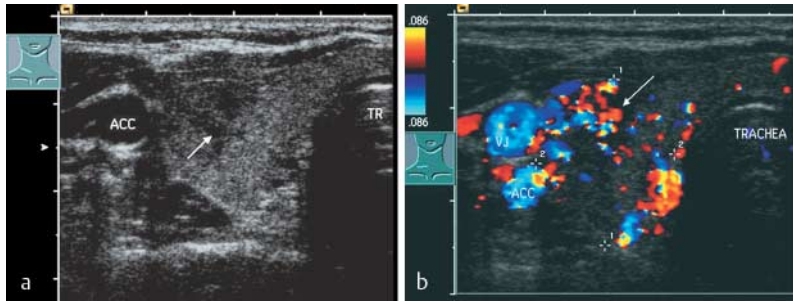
Inhomogener Morbus Basedow. 40-jährige Patientin mit gesicherter Hyperthyreose. a B-Bild-sonografisch sieht man ein inhomogenes Schilddrüsenstrukturmuster mit multiplen unscharf begrenzten, echoarmen Arealen. Im Organquerschnitt des rechten Schilddrüsenlappens ist ein echoarmer, etwas inhomogener Bezirk (Pfeil) zu erkennen. Die sonografische Differenzialdiagnose umfasst die fokale Thyreoiditis de Quervain, eine inhomogene Thyreoiditis Typ Hashimoto oder einen inhomogenen Morbus Basedow. b Farbdopplersonografisch ist die gesamte Schilddrüse verstärkt vaskularisiert, wobei in den echoarmen Bezirken umschriebene „vaskuläre Infernos“ zu erkennen sind (Pfeil). Die maximale systolische Geschwindigkeit der A. thyroidea inferior beträgt 1 m/s. Damit ist der Morbus Basedow bewiesen. Die fleckige Echoarmut spricht für eine lokal unterschiedliche Krankheitsaktivität.
